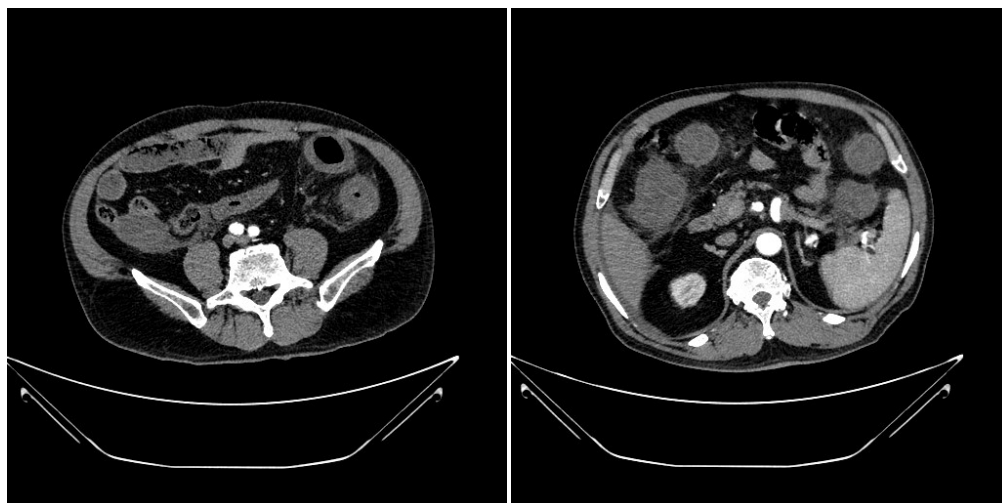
Results of abdominal enhanced CT on February 6
